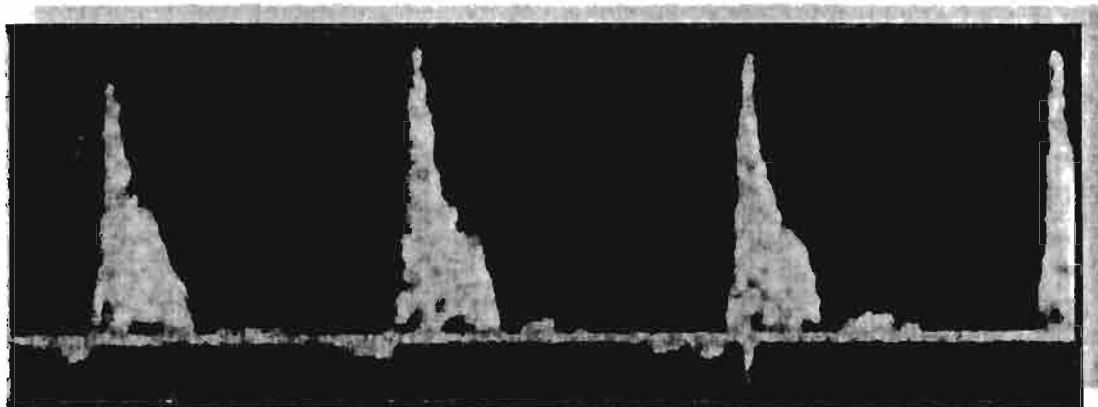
Fase III, espectro Doppler
